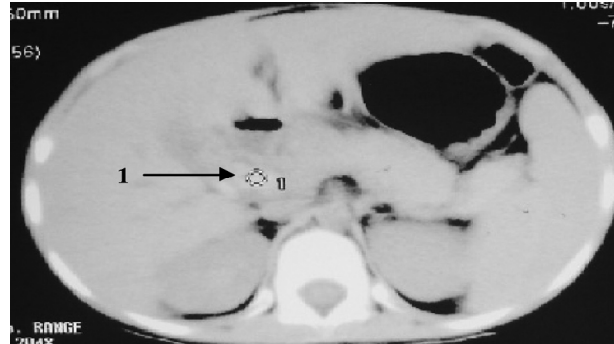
Компьютерная томография желчевыводящих путей (1 – камень в холедохе).
